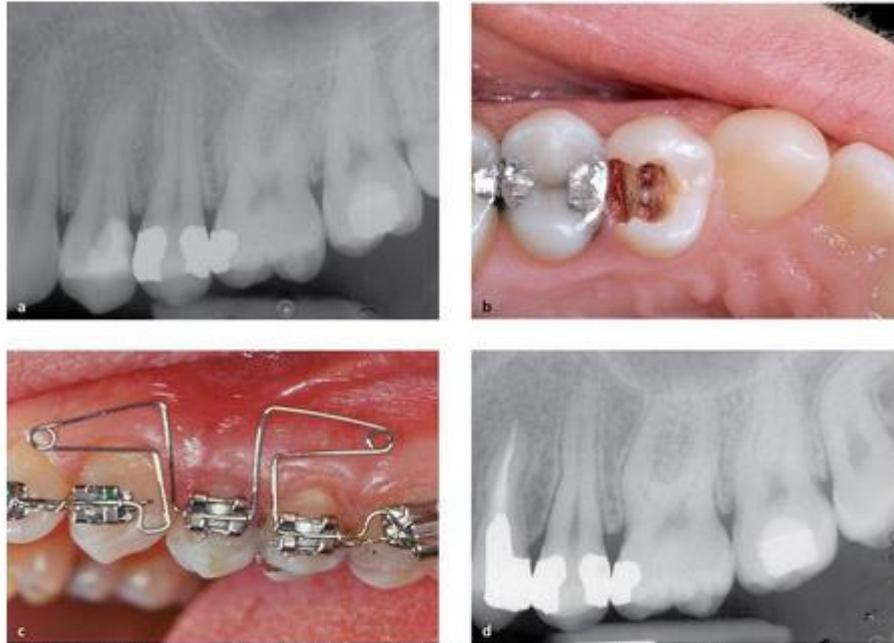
Caries por debajo de la cresta. (a, b) Es un caso más complejo, que requiere una intervención multidisciplinar. El diente necesita tratamiento endodóncico, que debe ir precedido de una reconstrucción provisional que permita la realización de dicho tratamiento. El escalón cervical del diente, situado demasiado cerca de la cresta ósea, requiere un alargamiento de corona clínica, cuyo resultado afectaría a la estética debido a la alteración del festoneado gingival. (c) Para garantizar un mejor resultado estético, antes de la cirugía periodontal se lleva a cabo un tratamiento ortodóncico extrusivo. (d) El resultado del movimiento extrusivo se muestra claramente en la radiografía.
